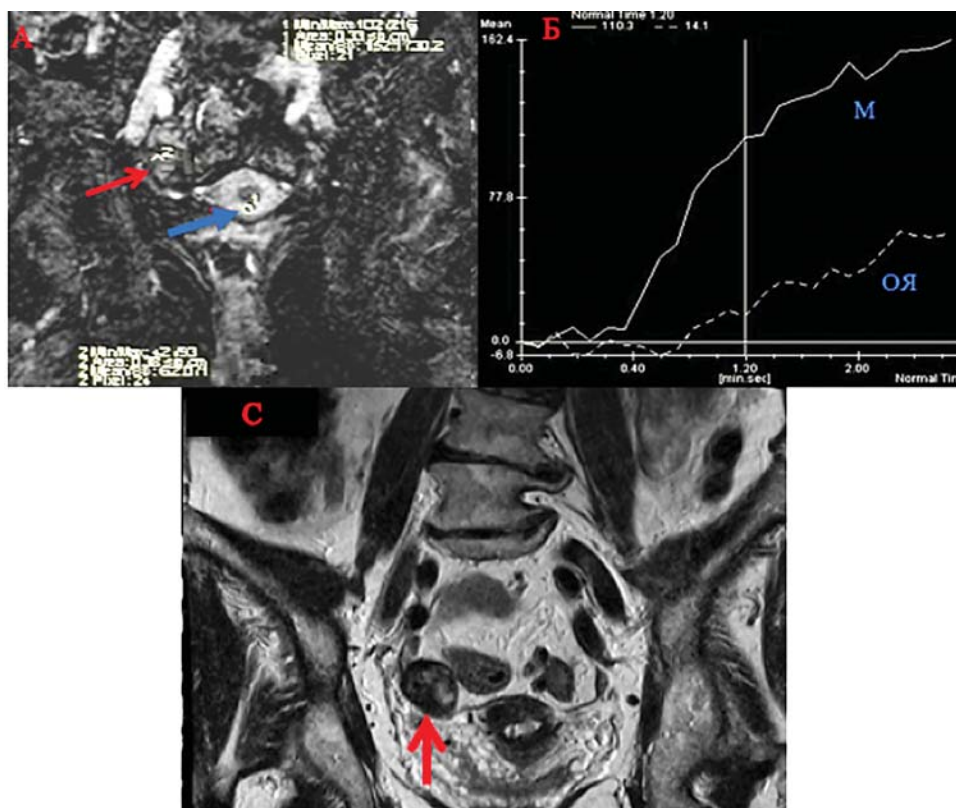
Женщина 43 лет, фиброма правого яичника. На T2-ВИ (С) в правом яичнике определяется объемное образование преимущественно солидной структуры, с четкими и ровными контурами (красная стрелка). После введения МРКС на T1-ВИ (А) с подавлением сигнала от жира на графическом изображении зависимости интенсивности сигнала МРТ из-за накопления МРКС в зависимости от времени (в секундах) (Б) образование показало менее активное накопление МРКС по сравнению с неизменной тканью миометрия, что соответствует I типу динамической кривой (Б — ОЯ, М)
